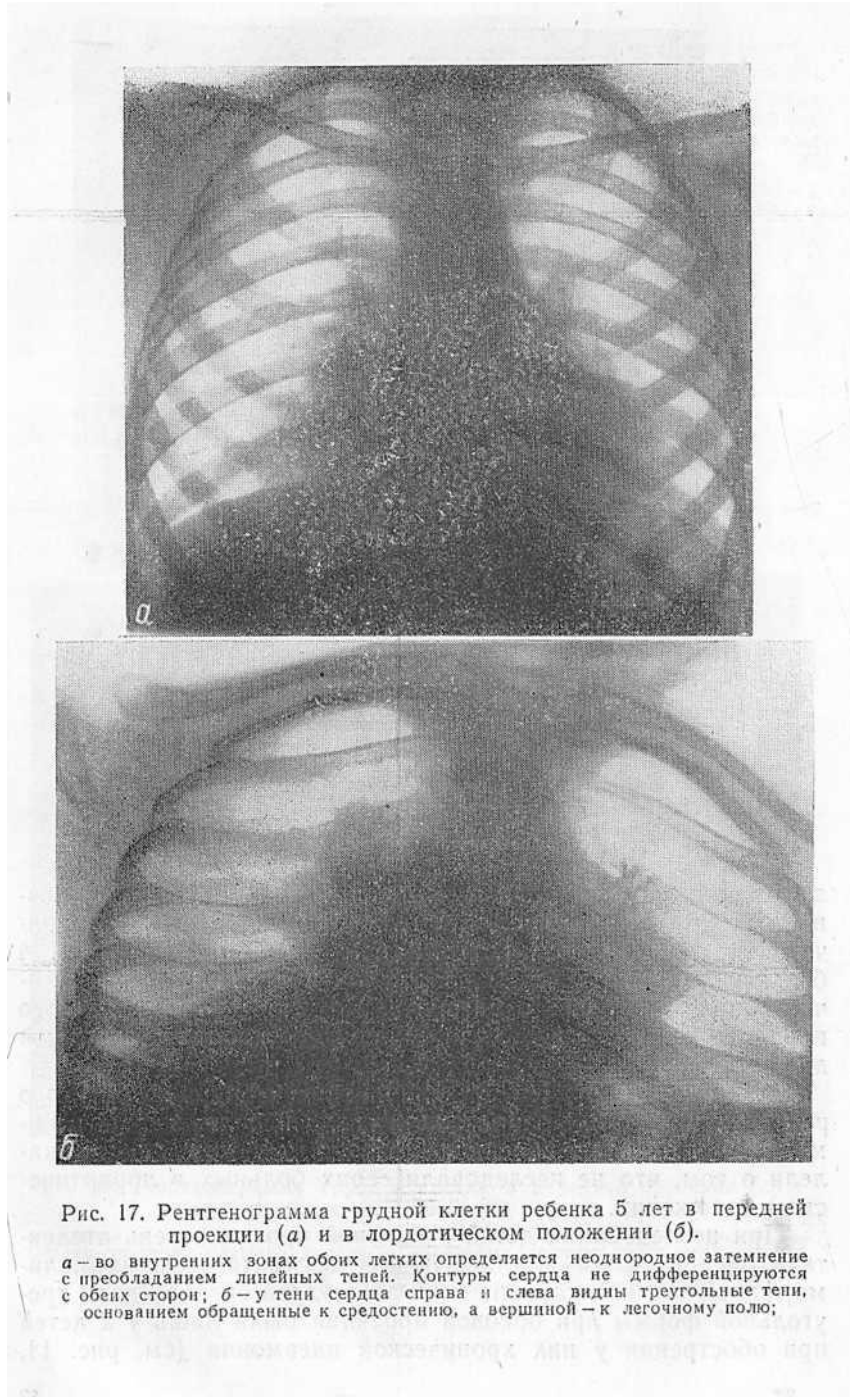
Рентгенограмма грудной клетки ребенка 5 лет в передней проекции (а) и в лордотическом положении (б).
